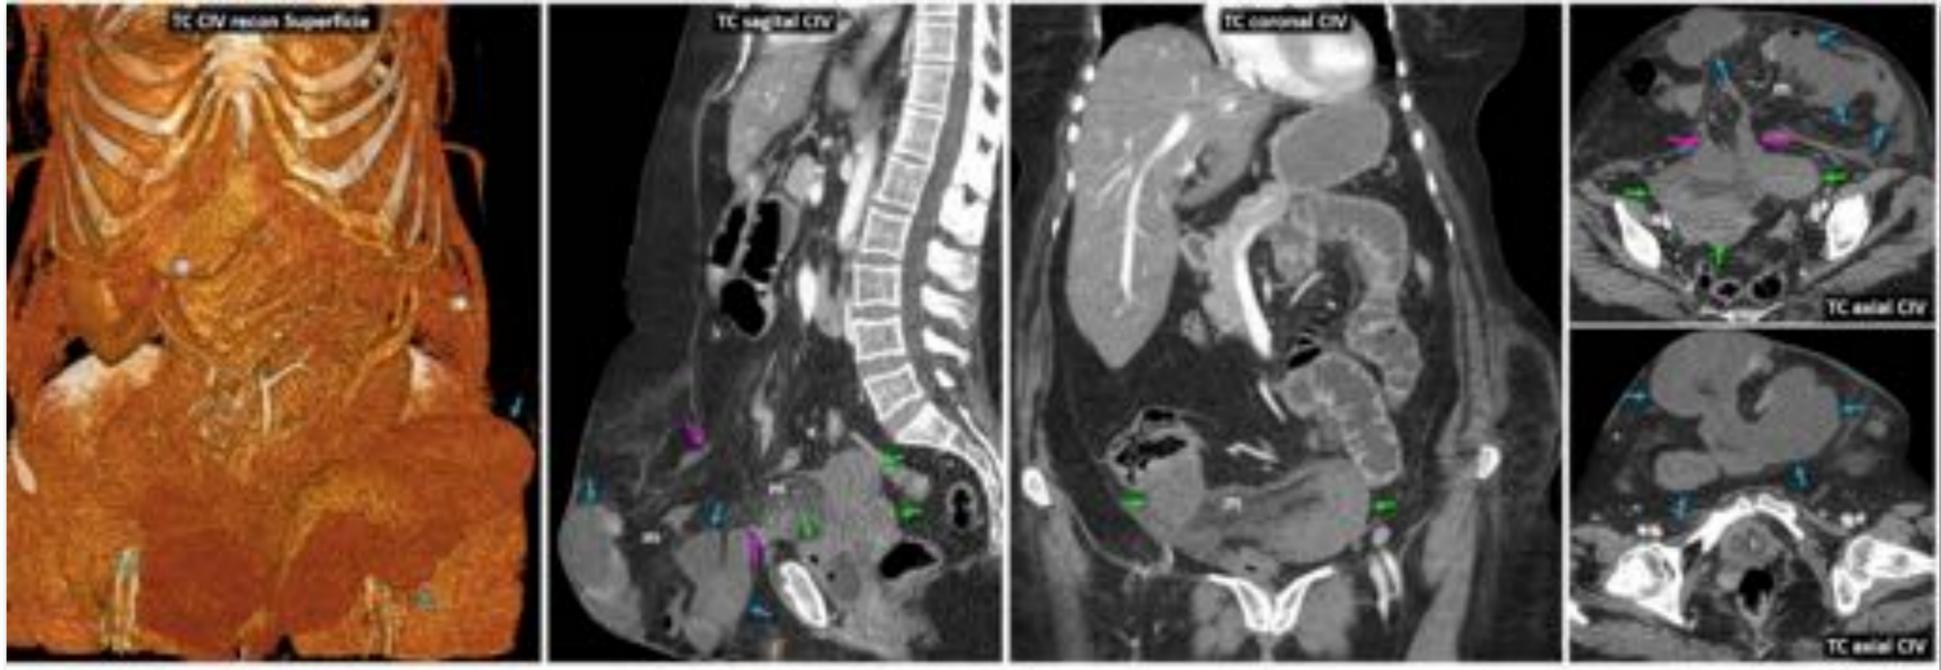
Gran eventración hipogástrica obstructiva y con amplia isquemia intestinal intra y extraherniaria. Mujer de 57 años remitida por síncope y cetoacidosis. Antecedente de dos cesáreas. TC: gran eventración hipogástrica multilobulada con un largo tramo de intestino delgado y colon con hipoperfusión parietal (flechas azules), lo que también se aprecia en tramos adyacentes de intestino delgado intrabdominal (flechas verdes), con hiperatenuación del meso (m) y dilatación de los que conservan realce mural (*). El anillo herniario (flechas rosas) es relativamente amplio, pero el contenido es muy abundante. Requirió resección intestinal casi masiva, con buena recuperación, aunque con síndrome de intestino corto como secuela.
